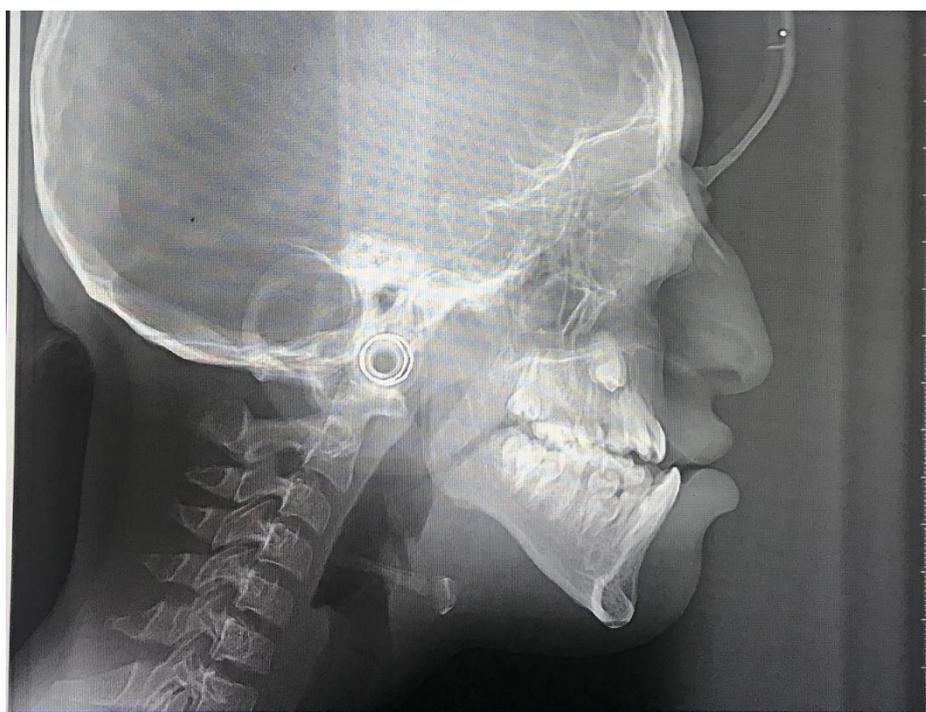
Radiografía Cefálica lateral
